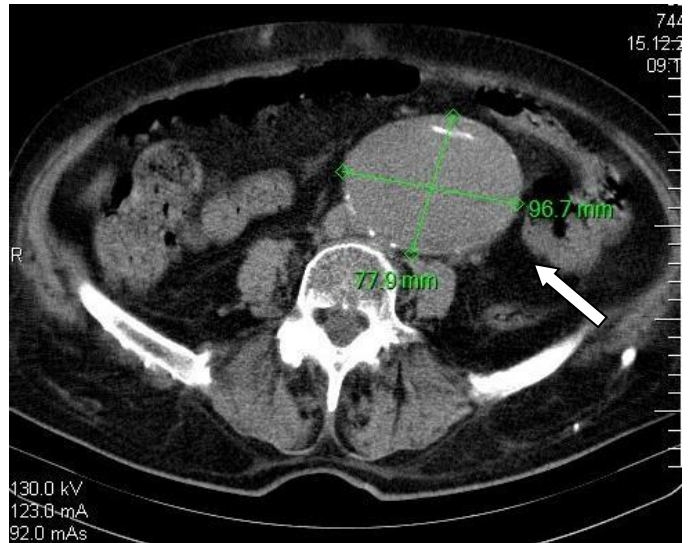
КТ-ангіографія. Аневризма
